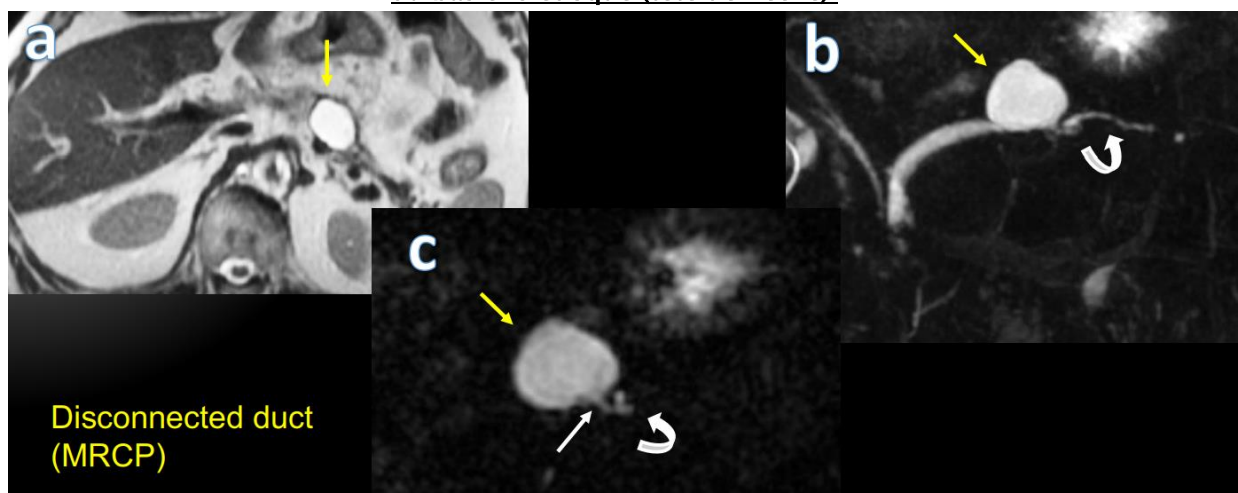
L'IRM pondérée en T2 (a) met en évidence une collection liquidienne au niveau du corps du pancréas (flèche jaune).
